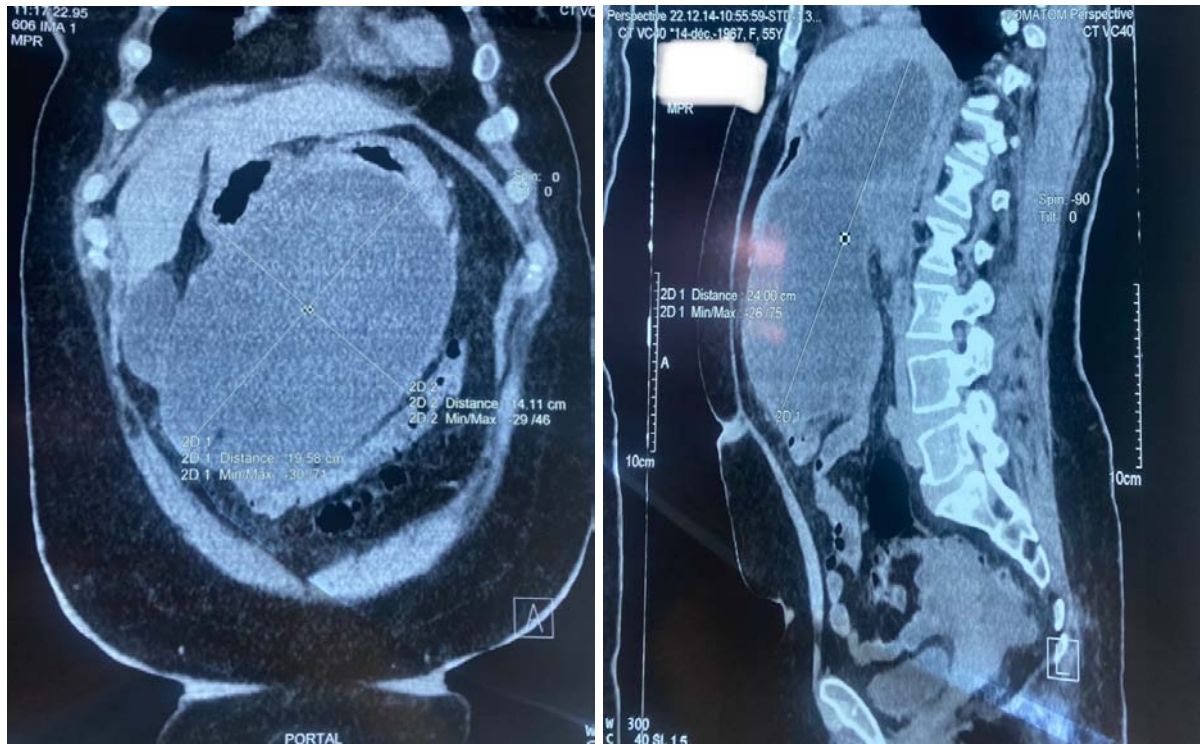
TDM abdominale objectivant une nécrose organisée pancréatique et extrapancréatique (pseudokyste du pancréas)
